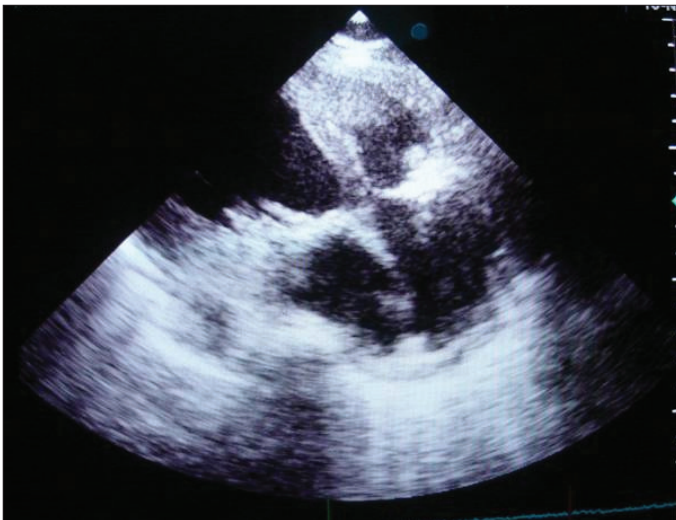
Postoperative echocardiographic image of mitral and tricuspid rings
